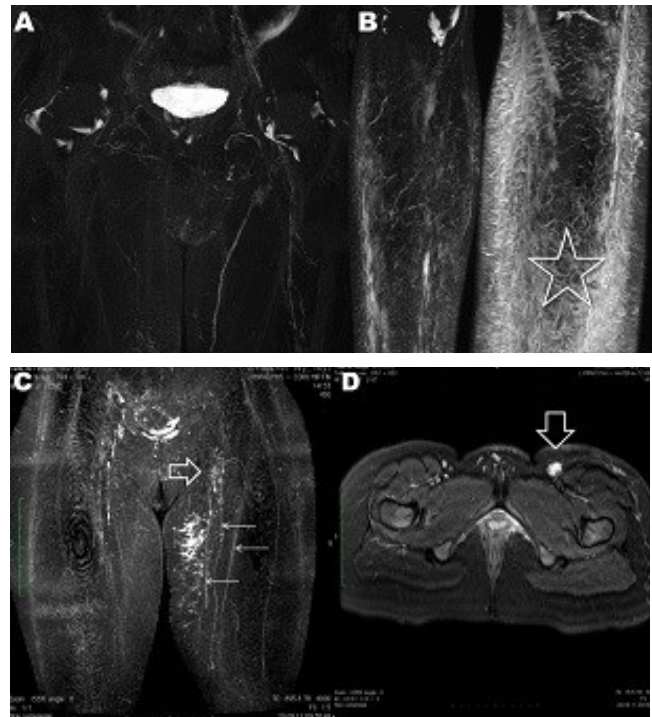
Lymphœdème du membre inférieur gauche. Lympho-IRM préopératoire (A, B) et postopératoire (C, D).
